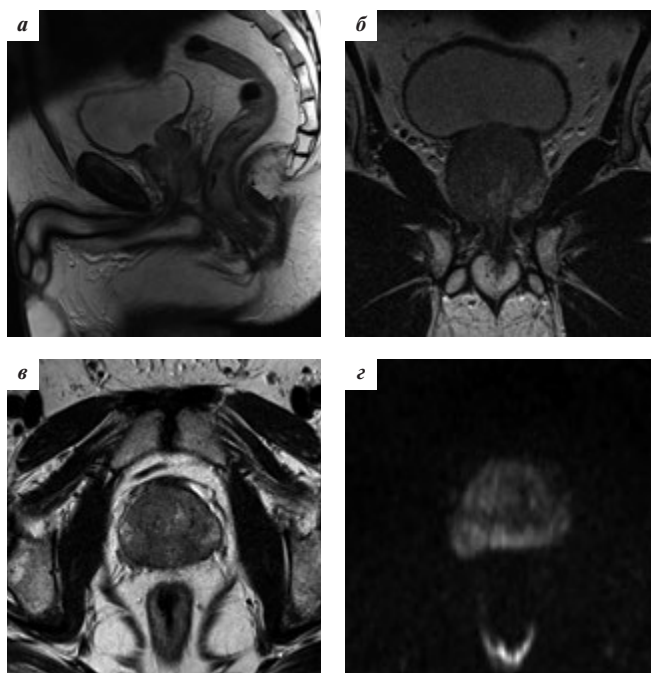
Пациент Д., 58 лет. Аденокарцинома. Уровень ПСА 6,2 нг/мл. Сумма баллов по шкале Глисона 6 (3+3): а, б, в — на серии Т2-ВИ МРТ ПЖ в 3 проекциях очаги рака локализируются в периферической зоне ПЖ с инфильтрацией капсулы железы справа, имеют сигнал низкой интенсивности; г — на ДВИ очаг рака характеризуется сигналом высокой интенсивности
